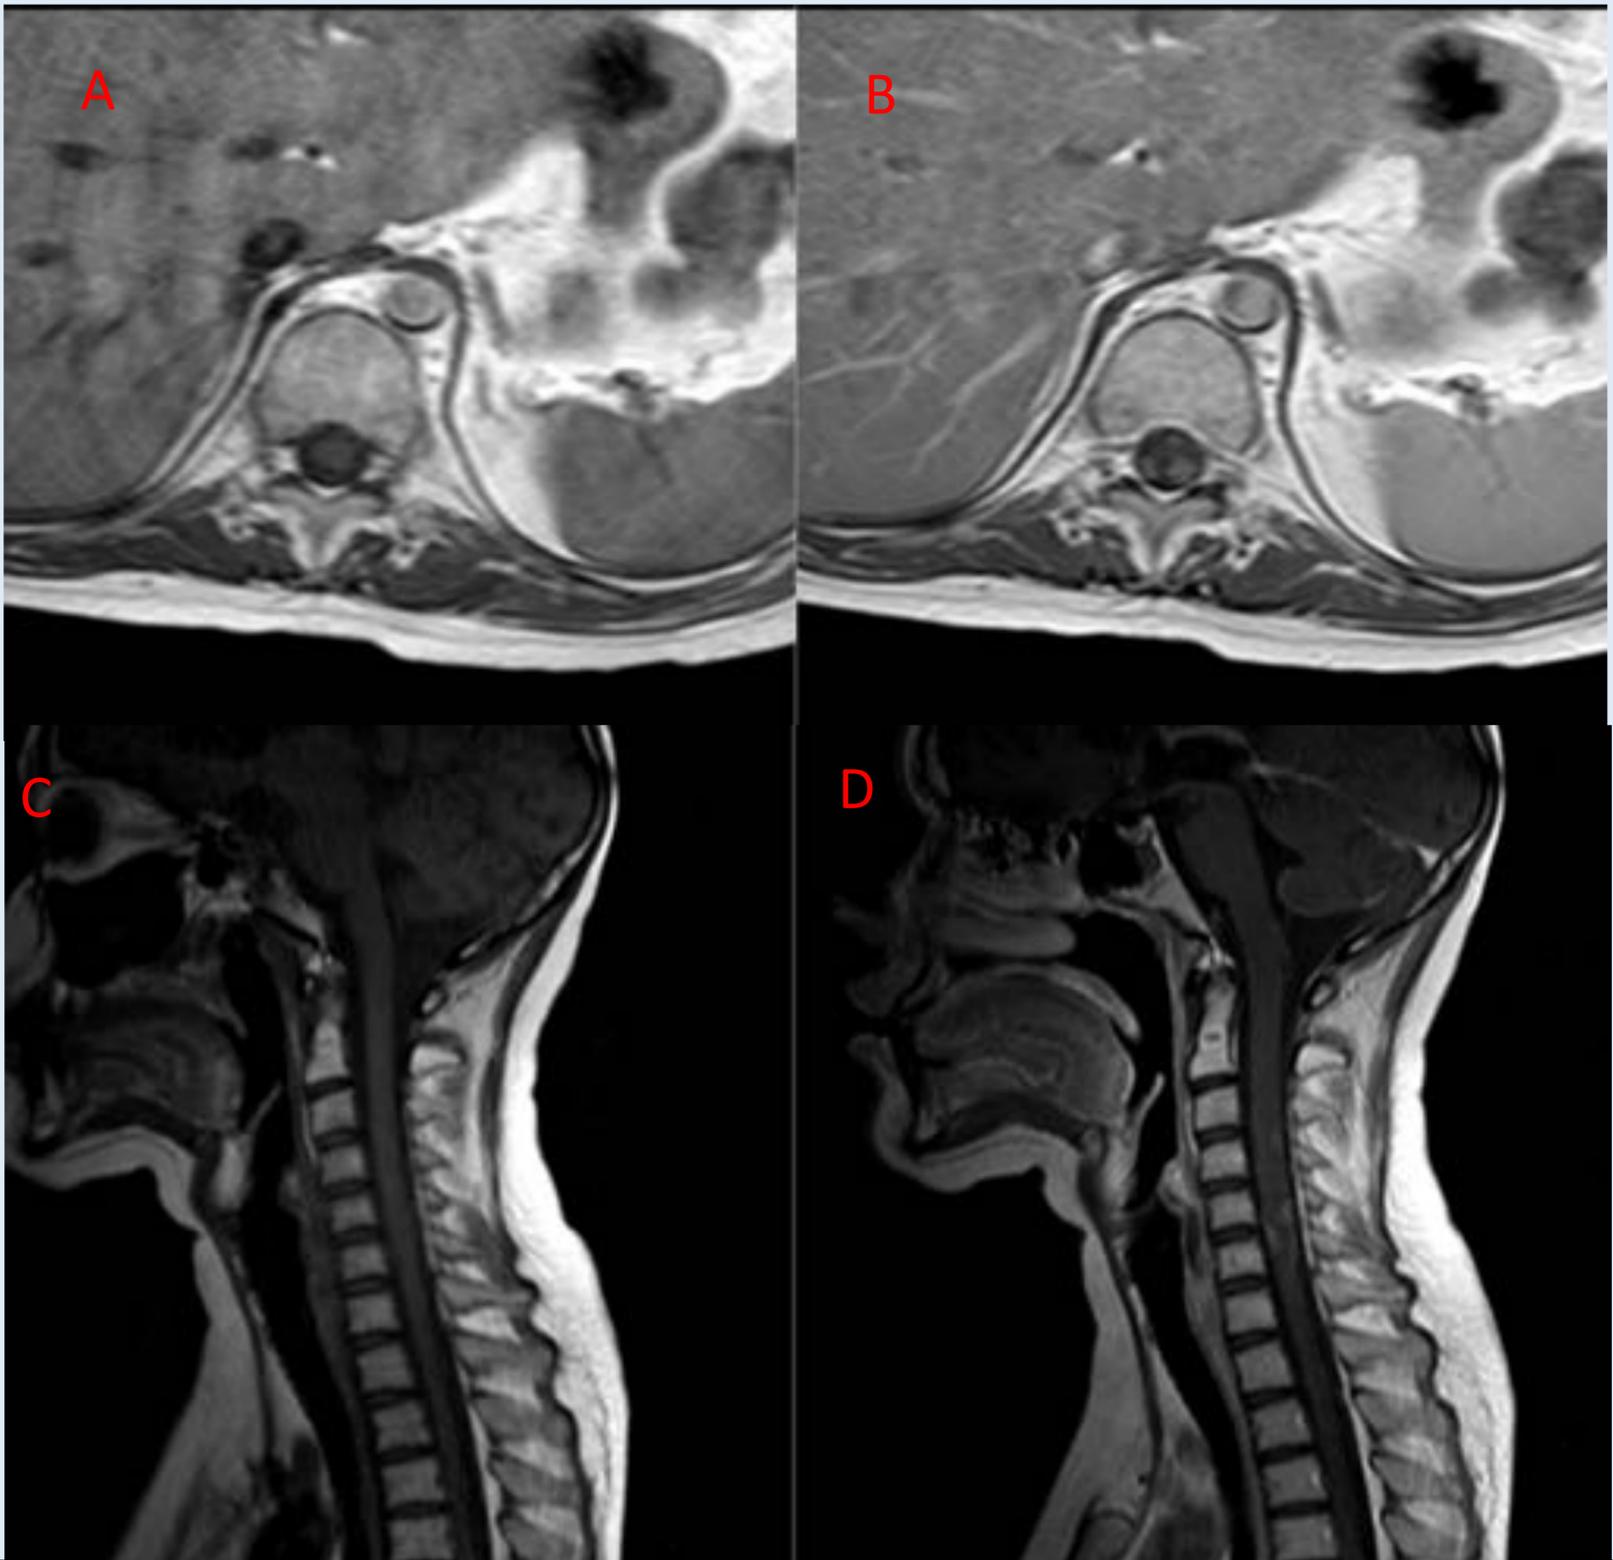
Se identifica ocupación completa del canal raquídeo por un tejido de densidad intermedia, con realce tras gadolinio sugestiva de implante metastásico. RMN axial T1 sin(A) y tras administración de gadolinio (B).
